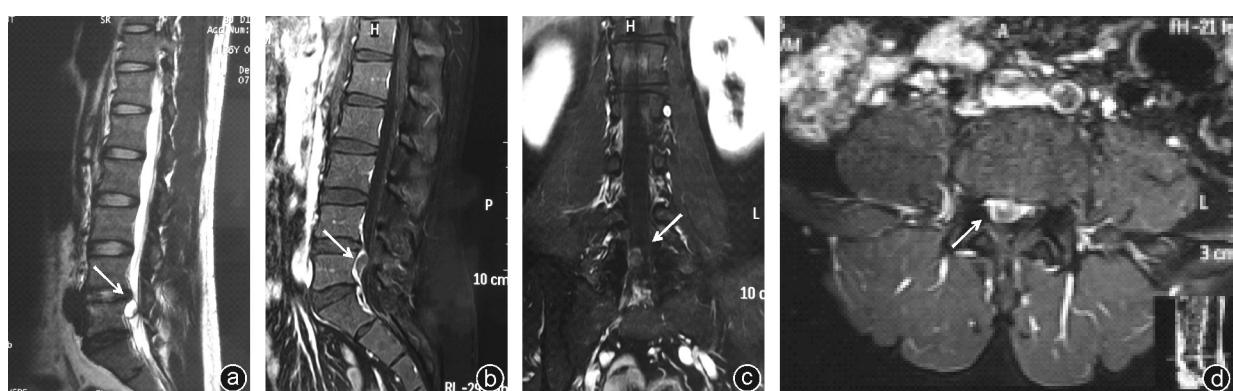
病人术前腰椎 MRI 及术中囊肿撕开情况 a,b: 腰椎 MRI 的 T2WI 和 T1WI 图像, 可见 L₄~L₅ 椎间盘突出, L₅ 椎体后缘类圆形高信号影;c: 腰椎 MRI 冠状面图像, 可见圆形高密度影;d: 腰椎增强 MRI 图像, 可见椎体后缘右侧占位, 并压迫后侧硬膜囊及神经根
